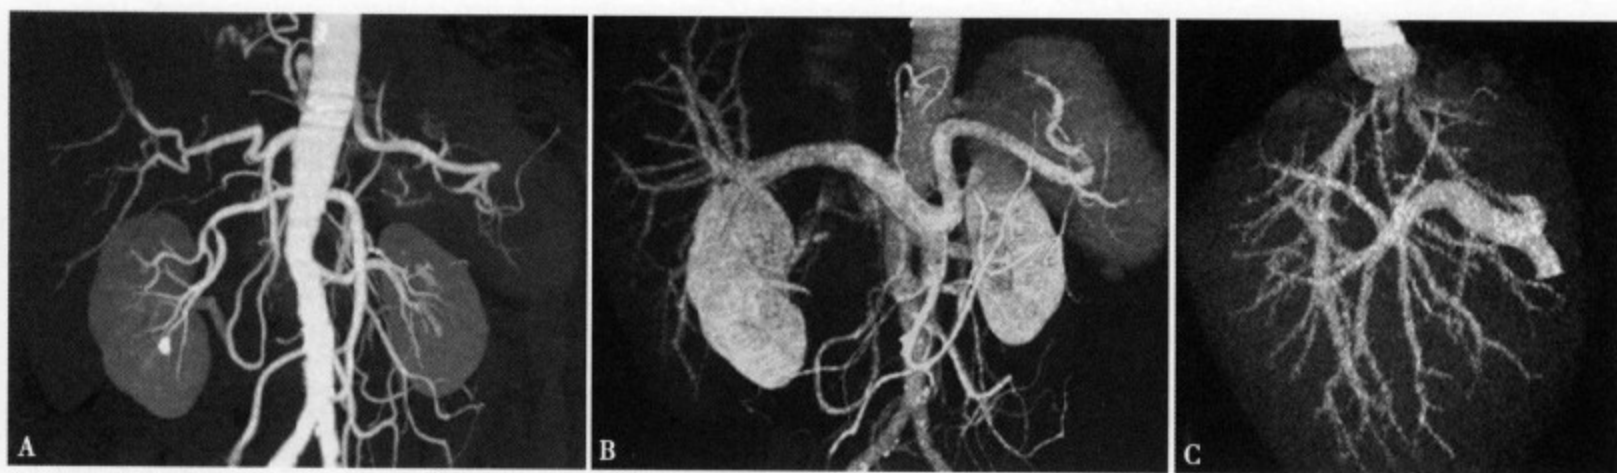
为同一患者的肝脏肝动脉、门静脉、肝静脉 CTA 重建图像。所见肝动脉、门静脉、肝静脉未见明显异常
